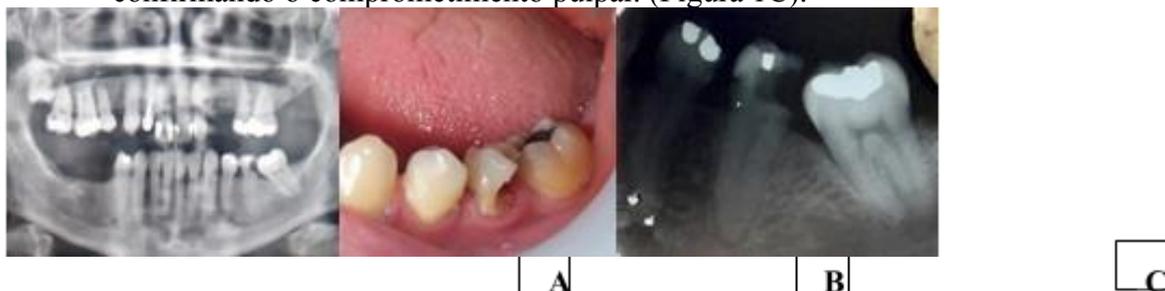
A - Panorâmica da paciente, mostrando o edêntulismo parcial. B - Imagem inicial de como o dente se encontrava na boca. C - Radiografia inicial, mostrando o elemento 35 com comprometendo pulpar.
